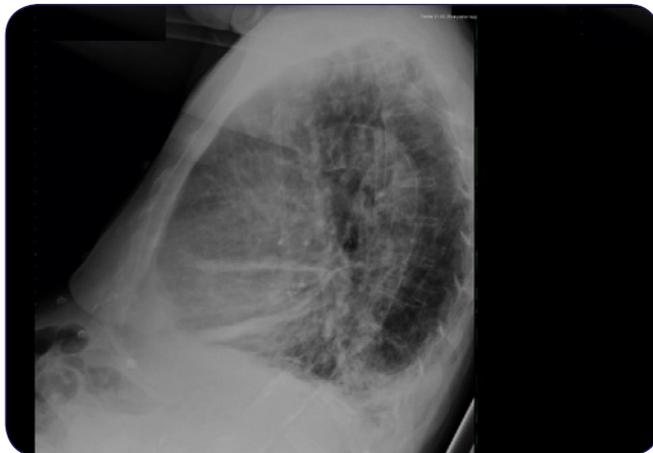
Radiografía de tórax lateral.
